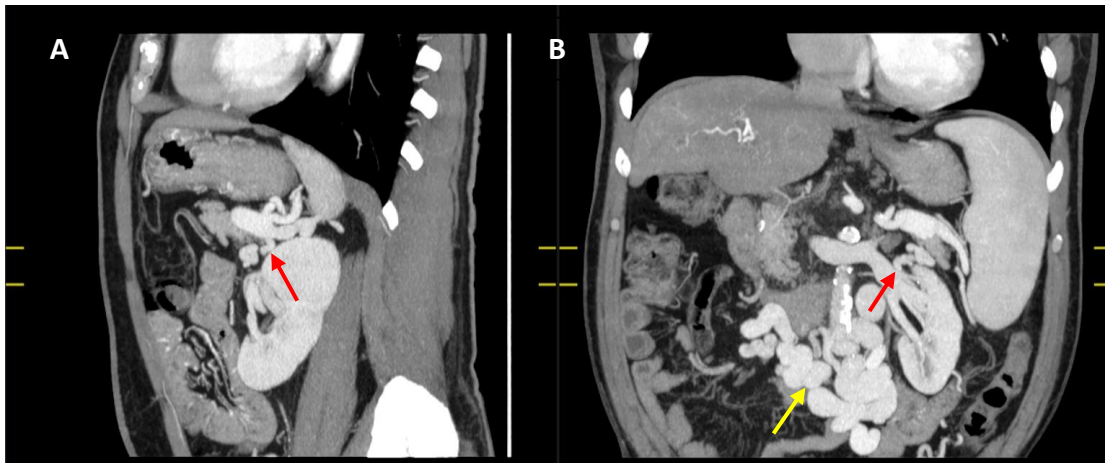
Imagem de TC abdominal (2018) com contraste que expõe local do shunt portossistêmico, onde se observa a comunicação entre a veia esplênica e a veia renal (seta vermelha). (A) Plano sagital. (B) Plano coronal. Na imagem 5B também se podem observar varizes mesentéricas (seta amarela).
